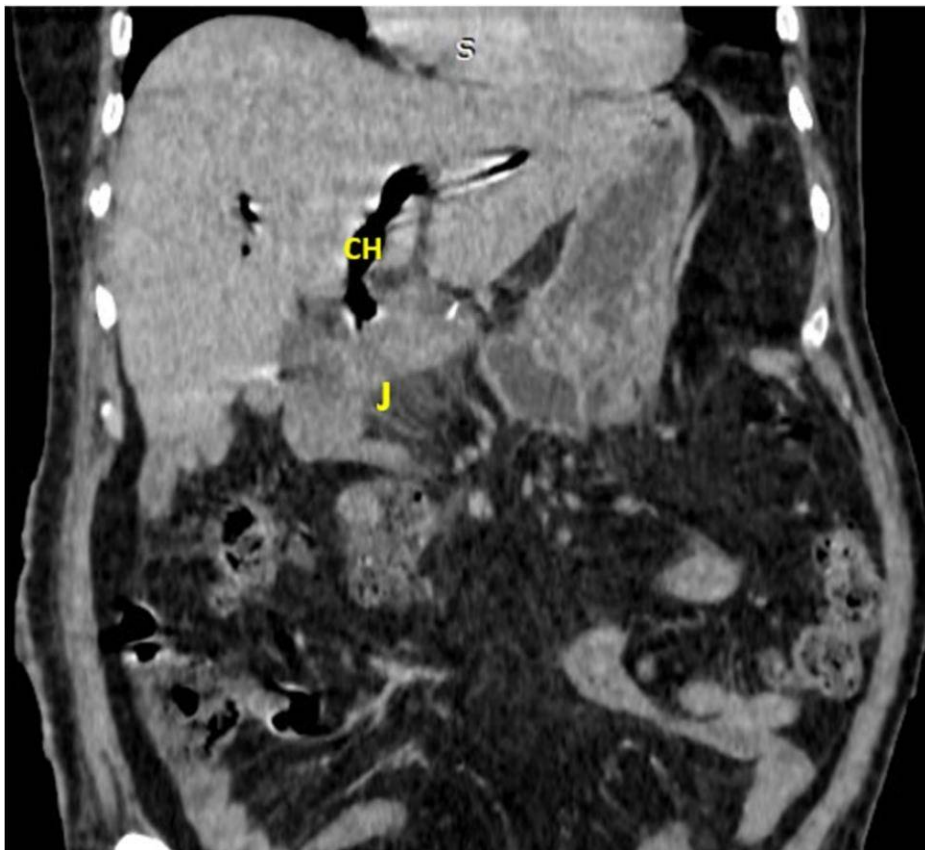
Coupe coronale d'une TDM abdominale injectée montrant l'anastomose hépatico-jéjunale ; noter l'aérobilie plus marquée dans les voies biliaires gauches.
